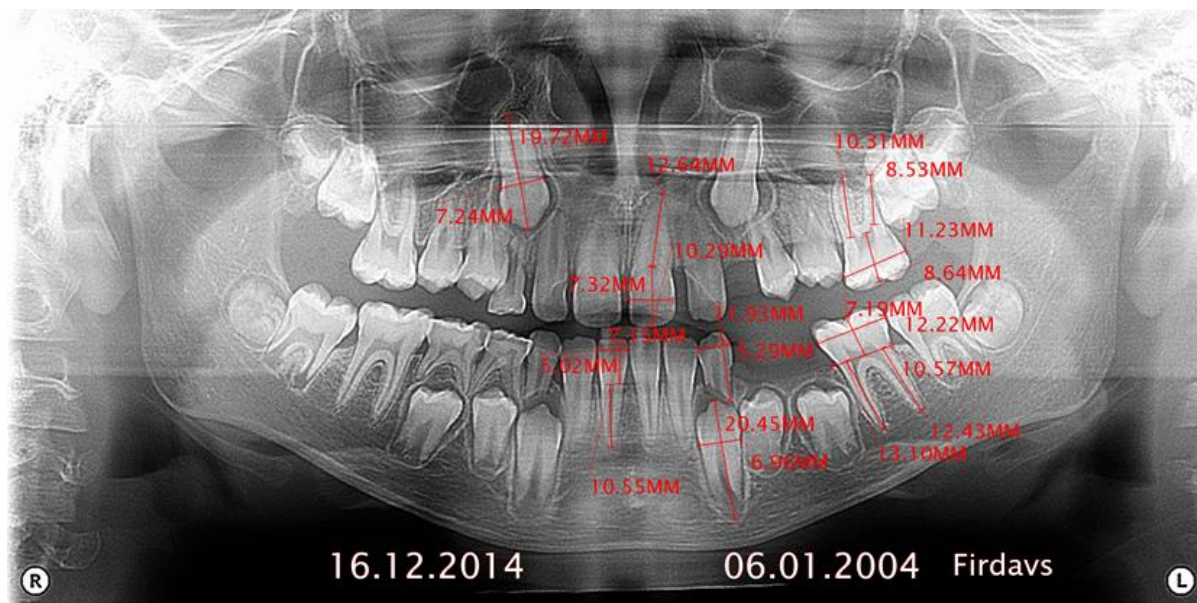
Панорамная рентгенография мальчи́ка Е. 11 лет. (I-группа)
